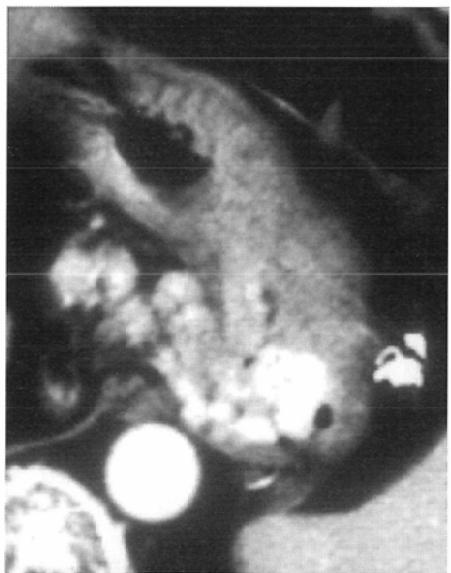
Postcontrast CT before (A) and 2 weeks after (B) B-RTO. The varices was partially thrombosed (B). Arrows indicate the residual varices.
